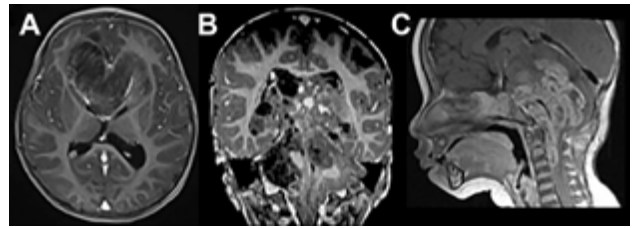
Progresión de patología tumoral. A) Paciente 2 años con diagnóstico de Ependimoma poco diferenciado de fosa posterior con exéresis completa que realizó 5 meses de quimioterapia, con IRM de cerebro previa al mes sin residuo tumoral, presentó metástasis de tumor a nivel frontal bilateral. B) Paciente de 18 meses de vida, con diagnóstico por biopsia de ATRT de región pineal, realizó quimioterapia con remisión, presentó progresión luego de 9 meses. C) Paciente de 8 meses de vida, con diagnóstico de Ependimoma anaplásico de fosa posterior, con exéresis subtotal, IRM de cerebro de progresión a los 6 meses.
